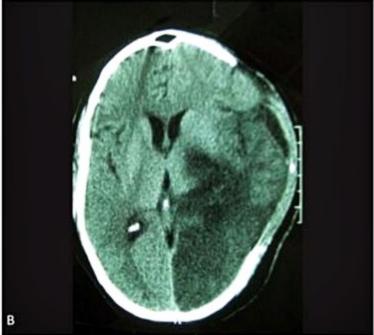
Tomografia computadorizada revelando infarto maligno da artéria cerebral média associado a infarto da artéria cerebral posterior. Pré-operatório à esquerda e pós-operatório à direita.
